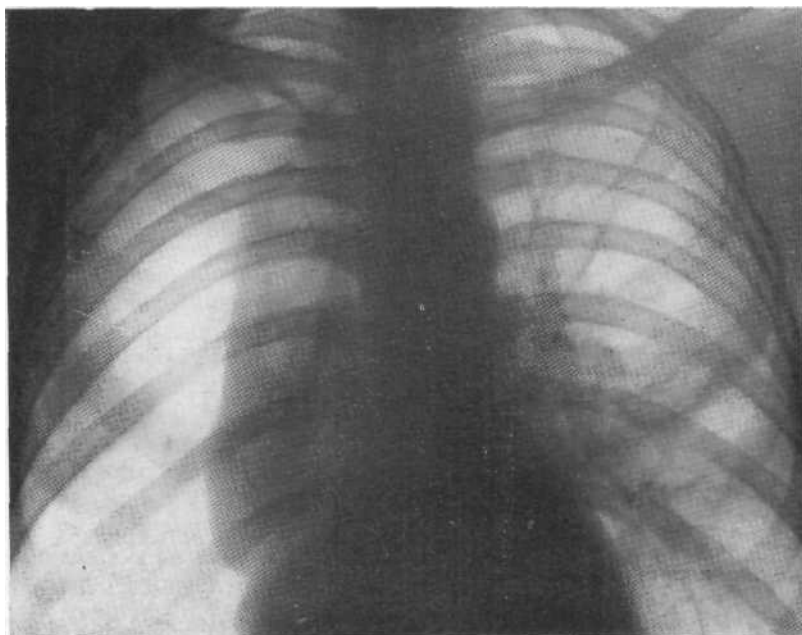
Обзорная рентгенограмма. Спонтанный пневмоторакс справа. Правое легкое поджато на три четверти, хорошо виден его наружный край.
